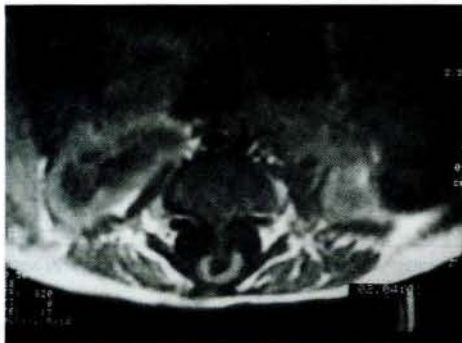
b: MRI'de tethered kord saptandı
